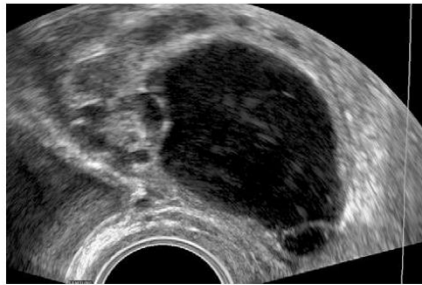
Transvaginal scan. Characteristic B-mode ultrasound findings of impure struma ovarii: a multilocular cystic-solid mass with anechoogenic content is visible.
